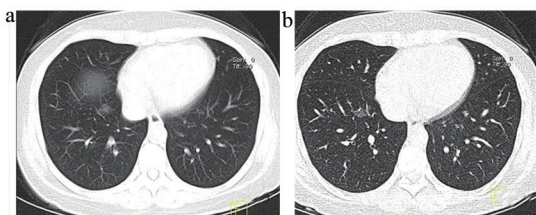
同层面常规CT轴位图像与薄层CT轴位图像对比
